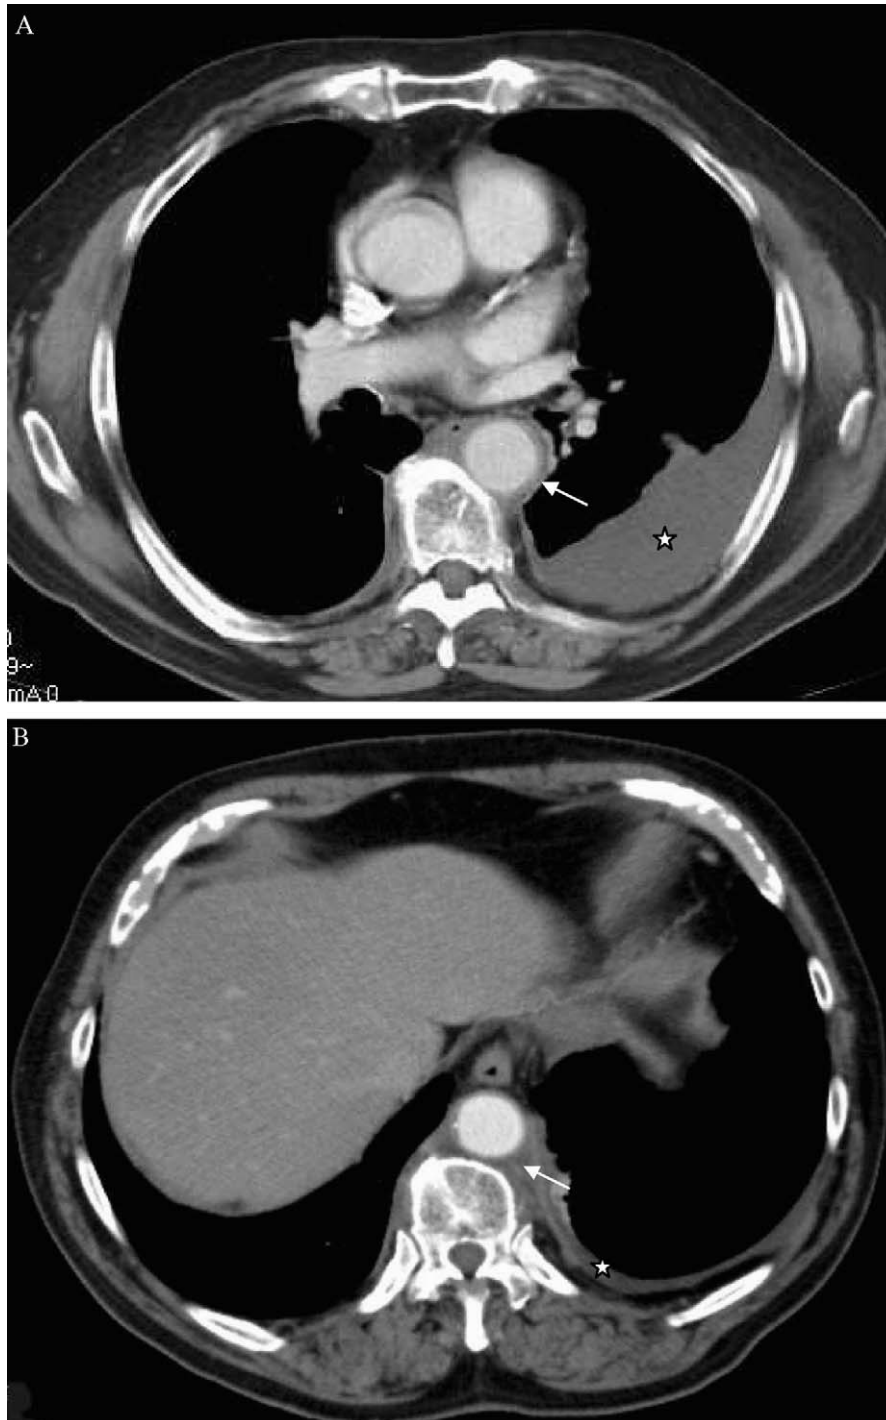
Quilotórax en paciente con fibrosis mediastínica. Tomografía computarizada toracoabdominal (A y B): derrame pleural izquierdo (estrellas) y aorta descendente rodeada por una capa de 3 mm de espesor compatible con fibrosis periaórtica (flechas).
